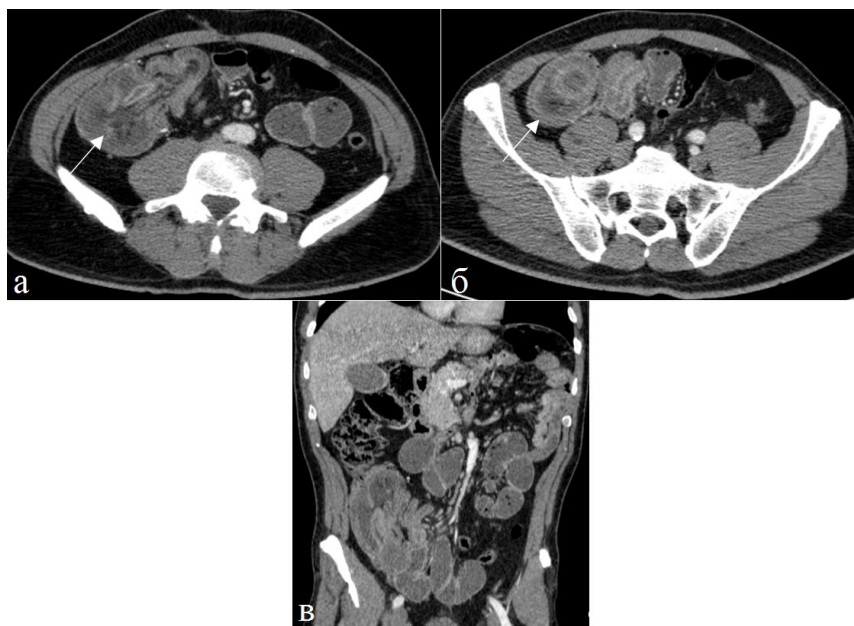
Больной 58 лет. Рак терминального отдела подвздошной кишки – подвздошно-ободочная инвагинация, кишечная непроходимость. Артериальная фаза контрастного усиления. Аксиальная (а, б) и фронтальная (в) томограммы. Определяется расширение петель подвздошной и проксимального отдела восходящей ободочной кишок с наличием симптома “кишка в кишке”, а также части брыжейки внутри кишечных петель (стрелки).
